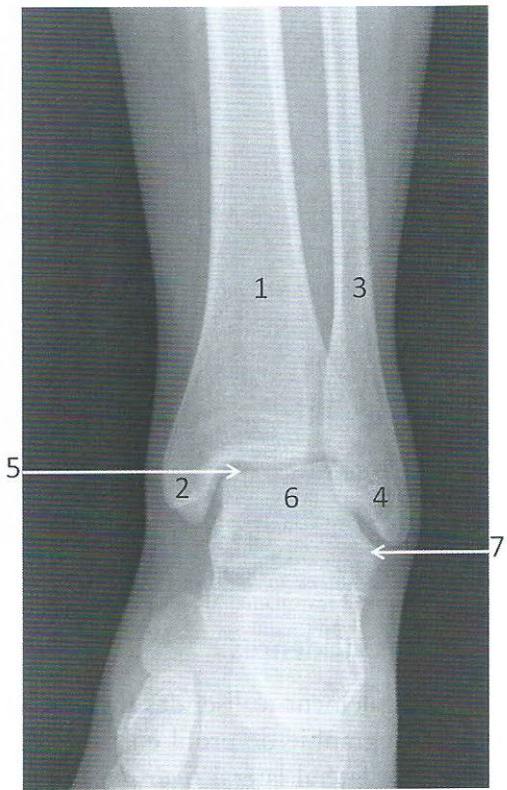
Radiographie de la cheville gauche de face
